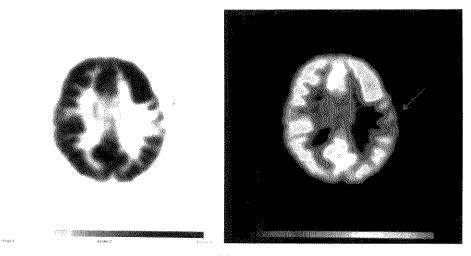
脑星形细胞瘤(11级)PET 显像图 可见左侧颞叶病灶处代谢减低
